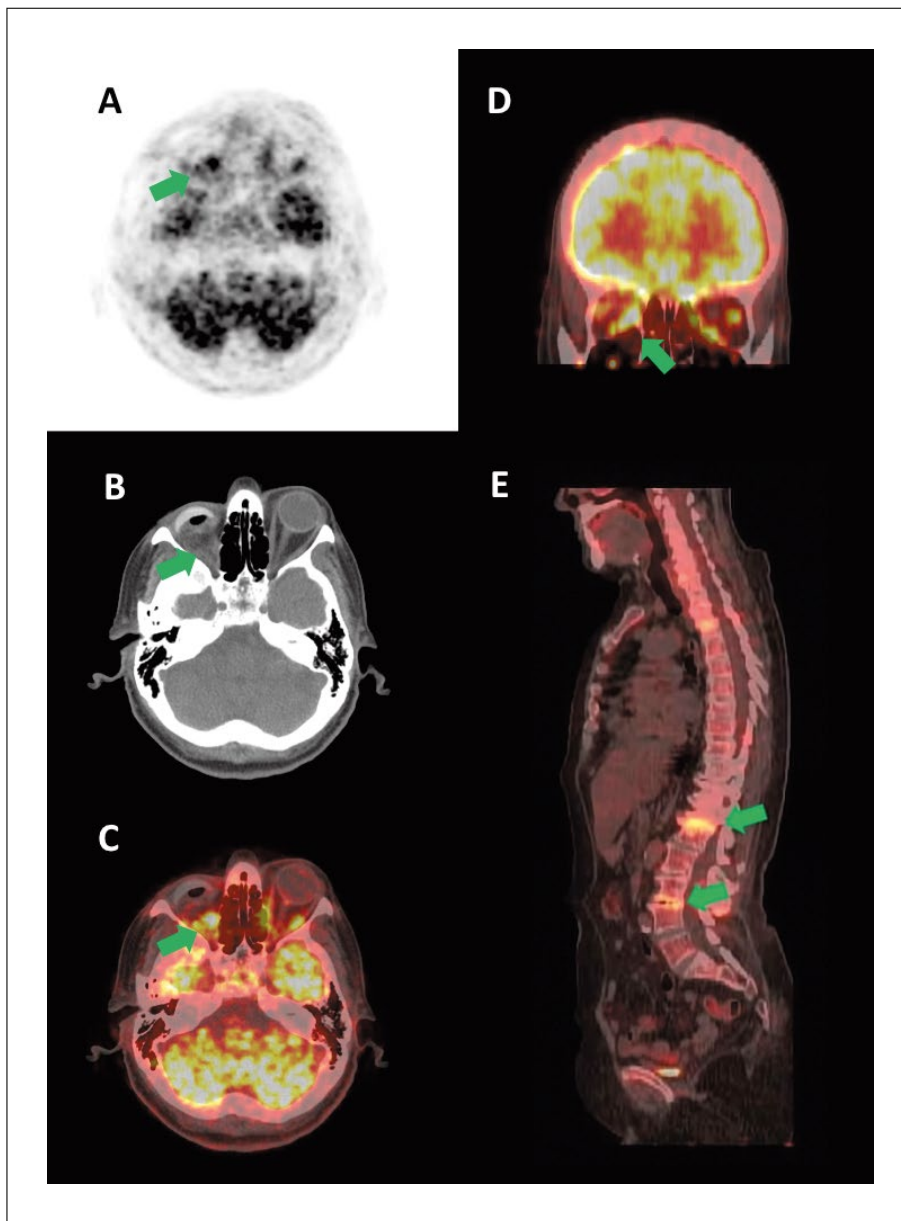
Donna di 64 anni sottoposta 2 anni prima della ^{18}F -FDG PET/TC a enucleazione del bulbo oculare per melanoma uveale. La ^{18}F -FDG PET/TC cranica nelle sezioni assiali PET, TC e di fusione (A, B, C) e nella sezione coronale di fusione (D) ha mostrato intensa captazione del ^{18}F -FDG nella regione orbitaria dx (freccie) a ridosso della protesi oculare (SUV_{max} 6.6), sospetta per recidiva di melanoma. La ^{18}F -FDG PET/TC whole-body nell'immagine sagittale di fusione (E) non ha mostrato localizzazioni metastatiche di melanoma ma delle aree di osteopatia metabolico-degenerativa nei somi vertebrali L1 e L3 (freccie).
